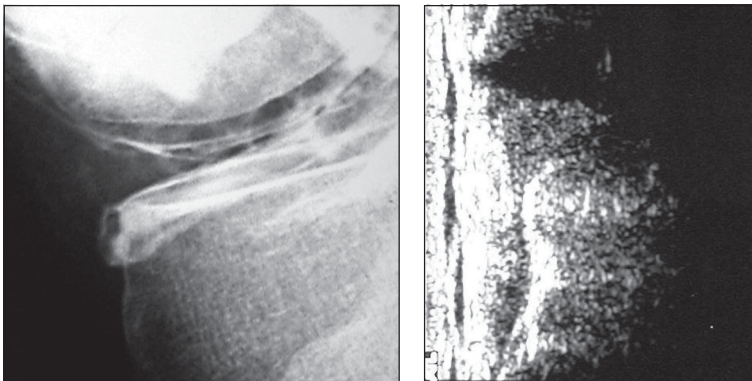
Se muestran imágenes normales para un menisco externo visto por una neumoartrografía y una ecografía. Se observa la señal homogénea que presenta el menisco normal.
